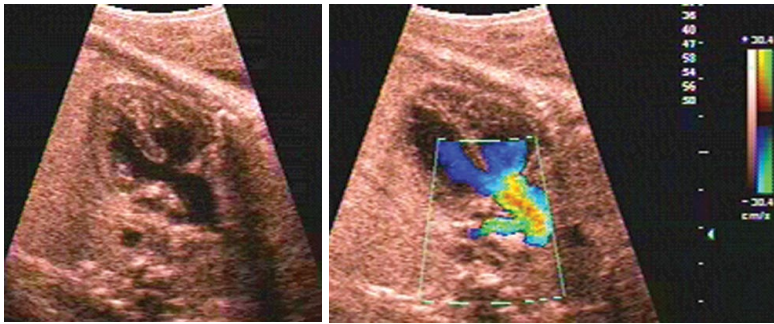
a y b. Tetralogía de Fallot. a) Modo B. b) Doppler color.
